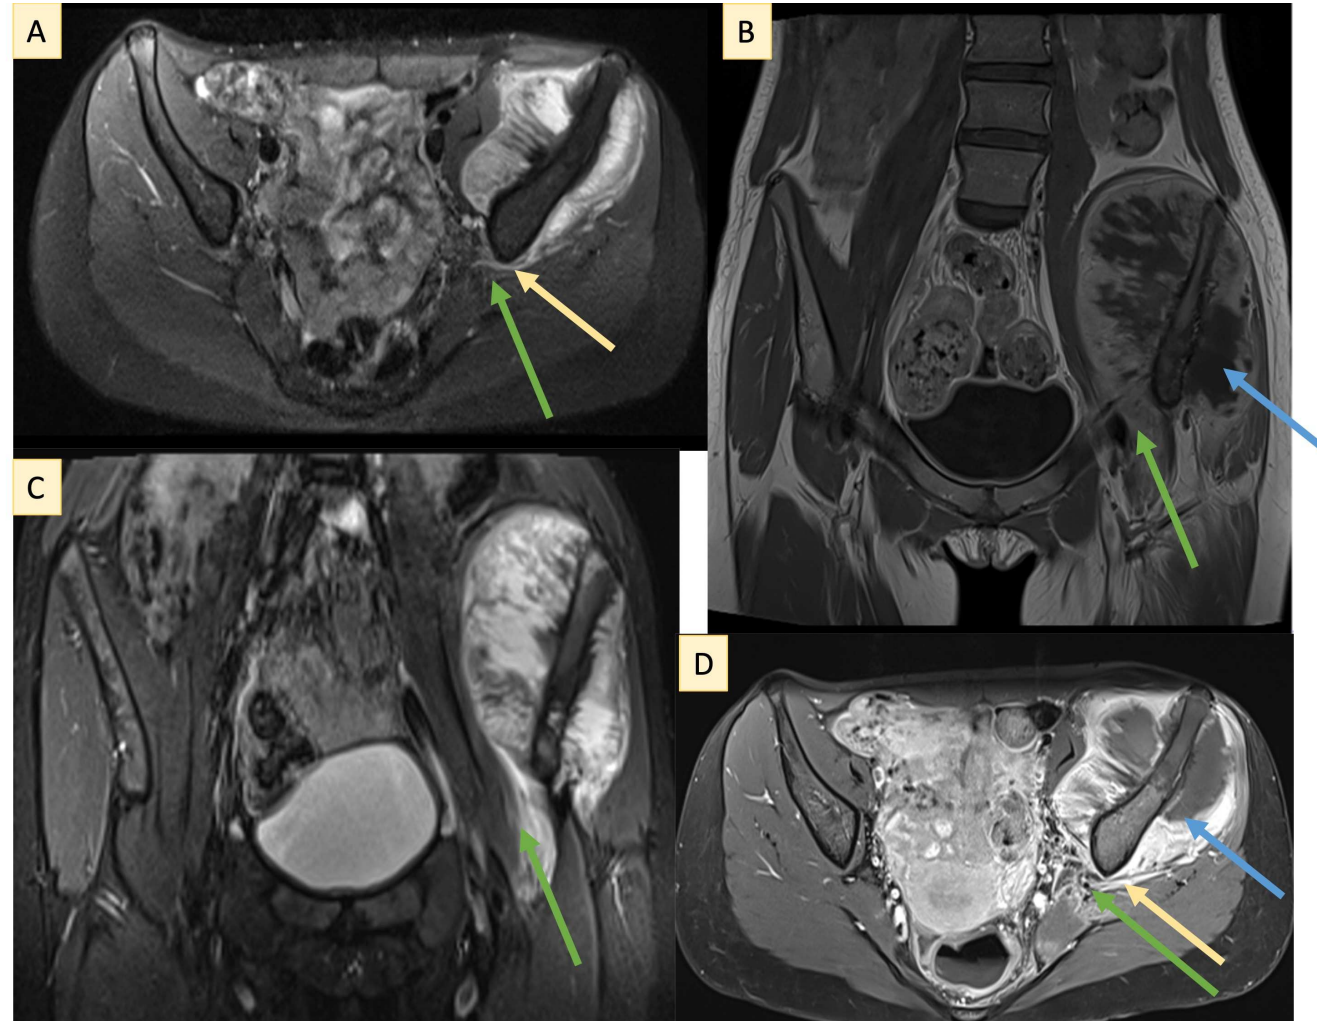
Correspondiente a la paciente de la Figura 4. RM pélvica: (A) Secuencia transversal PD TSE SPAIR que muestra una lesión que se extiende a ambos lados de la pala ilíaca izquierda, con afectación posterior del foramen ciático mayor; (B) Secuencia coronal PD TSE SPAIR que demuestra extensión a través del foramen ciático mayor con afectación de los planos musculares adyacentes, desplazando y comprimiendo el músculo psoas sin evidencia de infiltración; (C) Secuencia coronal T1 TSE post-contraste que muestra realce intenso y heterogéneo; (D) Secuencia transversal T1 TSE post-contraste que demuestra realce heterogéneo con afectación del foramen ciático mayor. Flechas: verde: agujero ciático mayor; amarillo: masa que rodea el hueso ilíaco y se extiende a través del agujero; azul: masa tumoral
